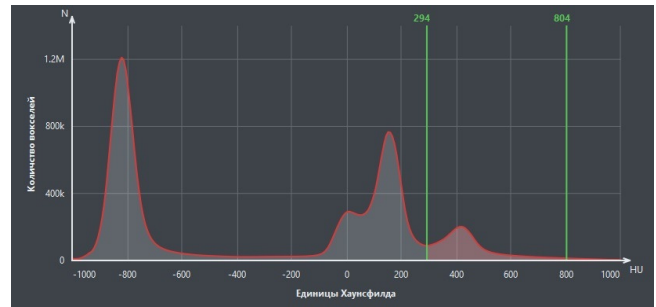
Автоматически определённый диапазон сегментации $[i_{\min}, i_{\max}]$ на гистограмме интенсивностей контрастной КТ-серии
